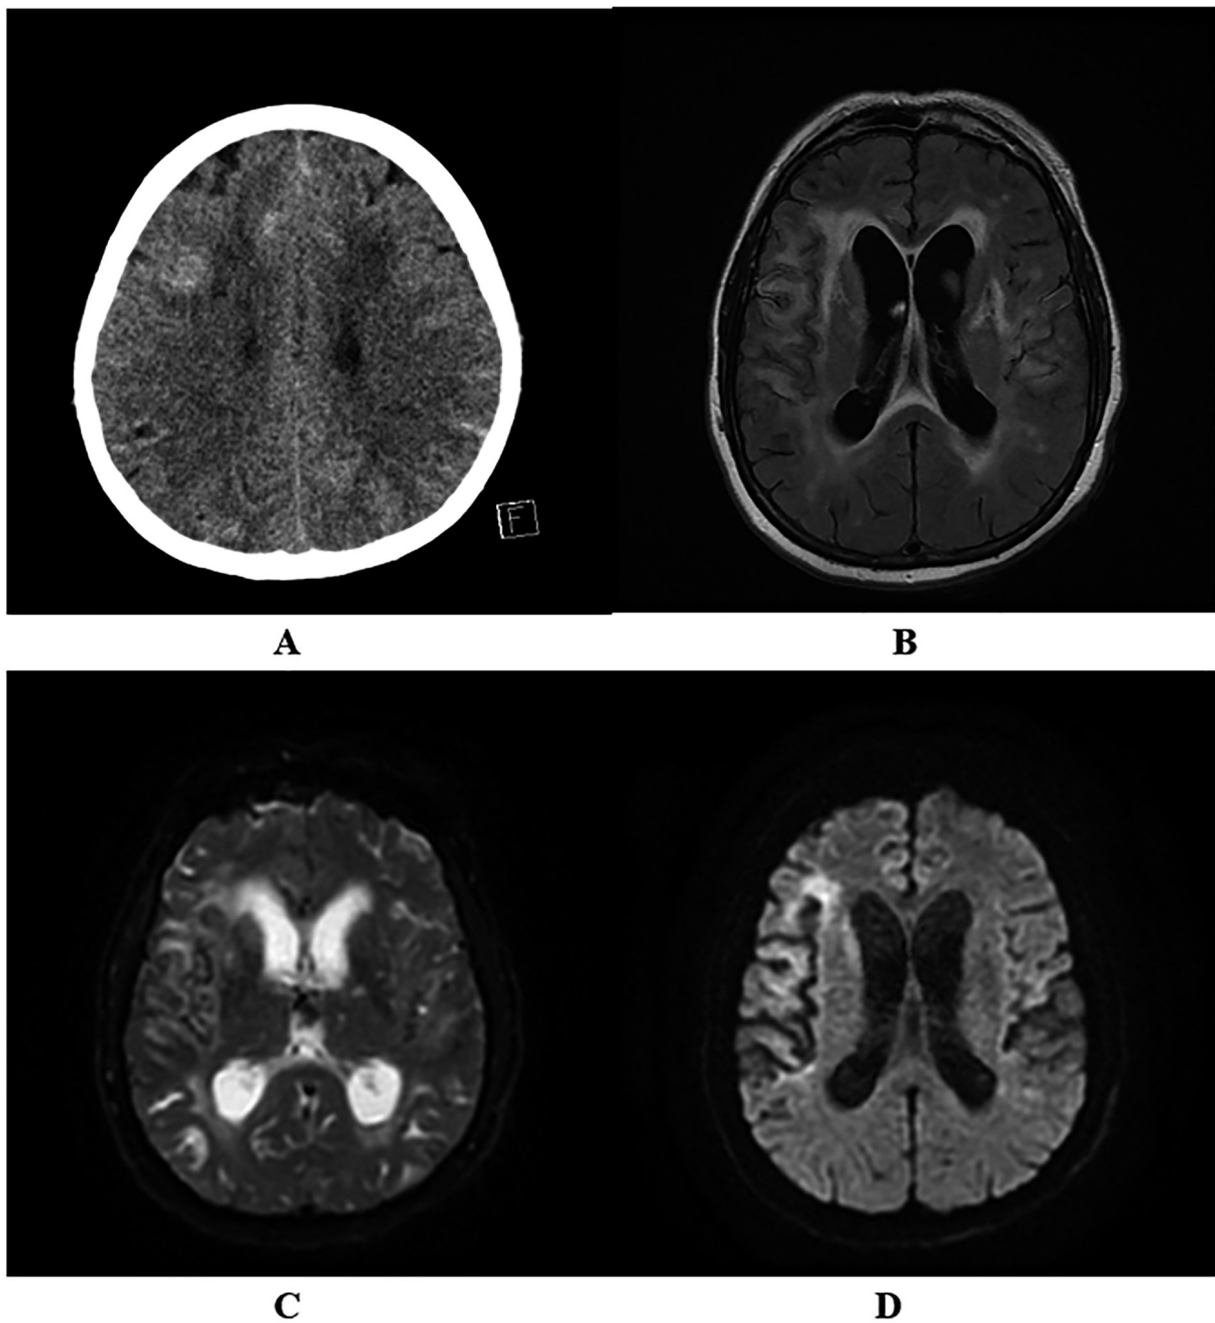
Computed tomography scan (A), magnetic resonance imaging showed bilateral cortical laminar necrosis in the temporal cortex (B,C and D)
